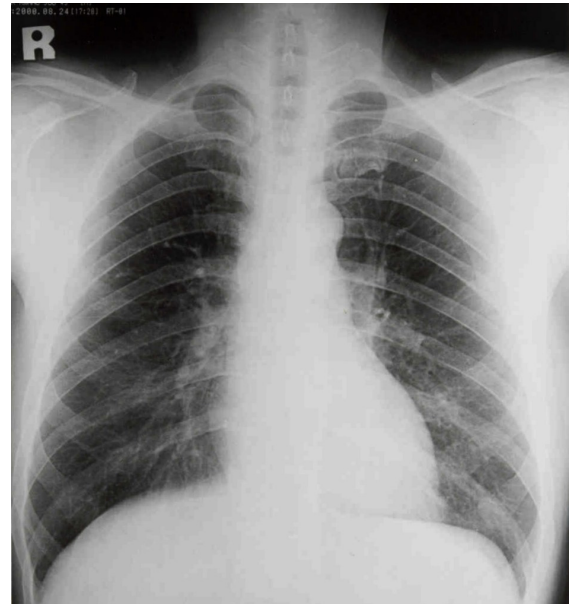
Follow up chest X-ray on the 18th hospital day showed no parenchymal lesion on the entire lung field
